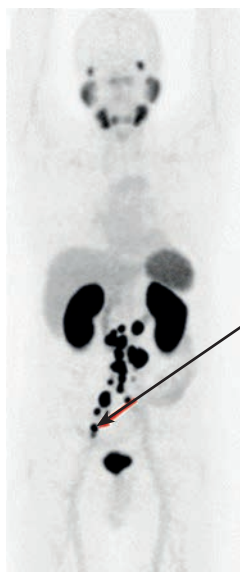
ПЭТ-изображение всего тела пациента с РПЖ через 60 мин после введения ^{68}Ga -PSMA-617 показывает метастатические поражения лимфатических узлов (стрелкой отмечен очаг с максимальным уровнем накопления РФП – SUV 36,5) [61]
